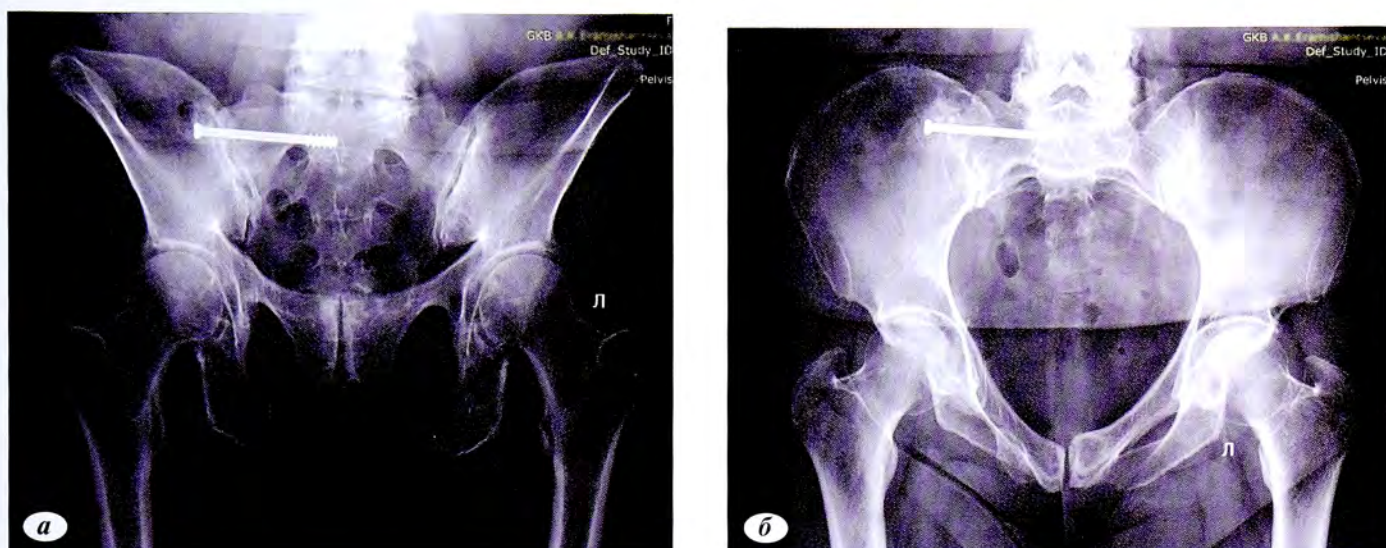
Пациентка, *P.* 68 лет. Рентгенография консолидированного перелома боковой массы крестца справа через 12 мес после операции. Остеосинтез канюлированным винтом. Консолидированный перелом седалищной кости справа. *a* — проекция: выход из таза; *б* — проекция: вход в таз.
